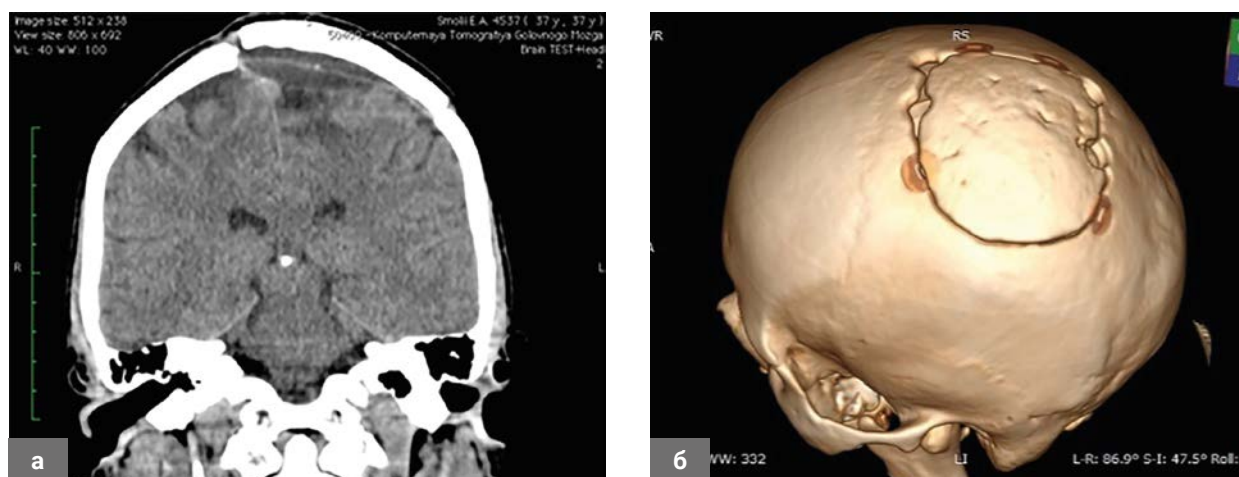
СКТ головного мозга через 5 месяцев после операции: а – определяется эпидуральное скопление ликвора в левой теменной области в проекции костного лоскута; б – при 3D реконструкции определяется частичная резорбция костного лоскута по линии костного пропила.
